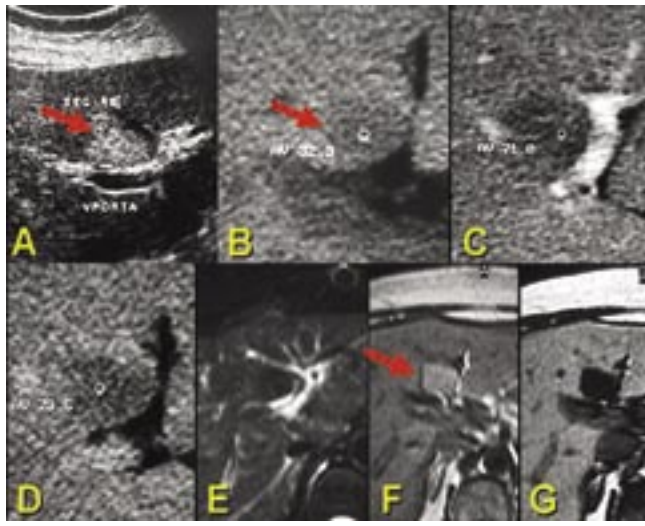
Área poupada em esteatose (RM). Fígado apresentando difuso baixo sinal na seqüência ponderada em T1 fora de fase por infiltração gordurosa. Há pequena área nodular de sinal mais elevado representando região poupada da esteatose, e localizada no aspecto dorsal do segmento IV (seta).
